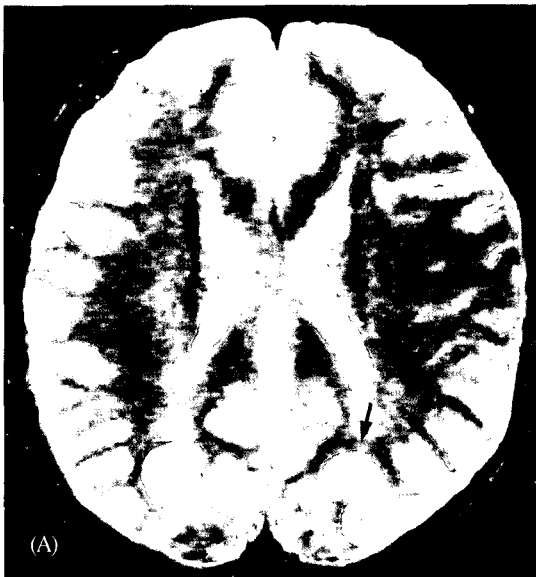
MRI of Case 3 : At admission, T2W2 (A): hyperintensity signal arrow on both occipital area. After 28days, T2W2 (B): normal finding
